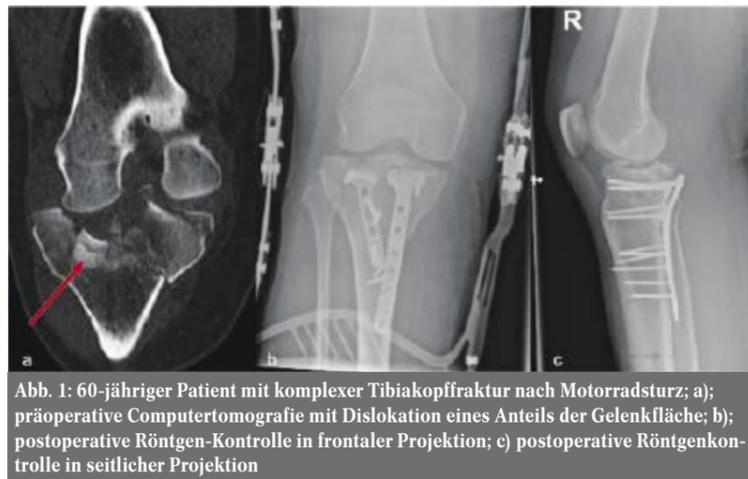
60-jähriger Patient mit komplexer Tibiakopffraktur nach Motorradsturz; a); präoperative Computertomografie mit Dislokation eines Anteils der Gelenkfläche; b); postoperative Röntgen-Kontrolle in frontaler Projektion; c) postoperative Röntgenkontrolle in seitlicher Projektion
